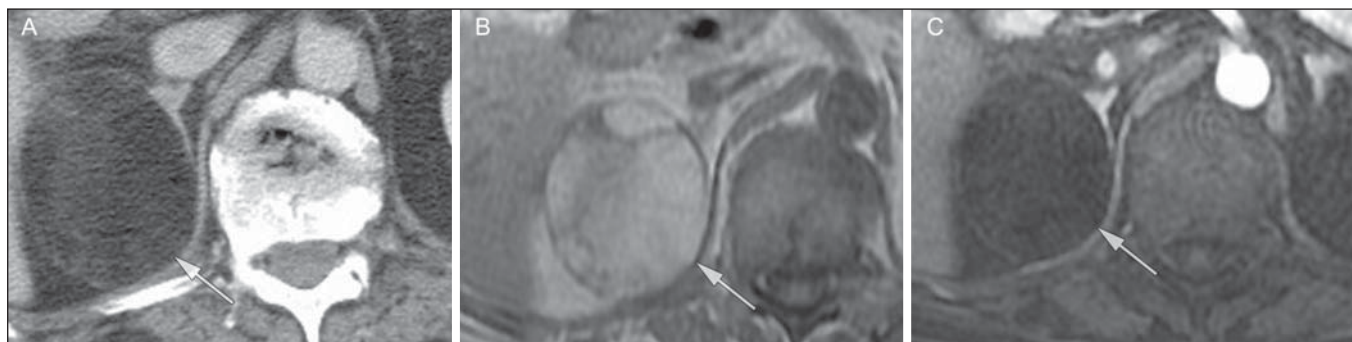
Mielolipoma (setas). A TC demonstra focos de gordura macroscópica na lesão (A). Nas imagens de RM, a gordura macroscópica é caracterizada pela perda de sinal nas imagens ponderadas em T1 adquiridas com supressão de gordura (B, sem supressão de gordura; C, com supressão de gordura, após contraste intravenoso).
